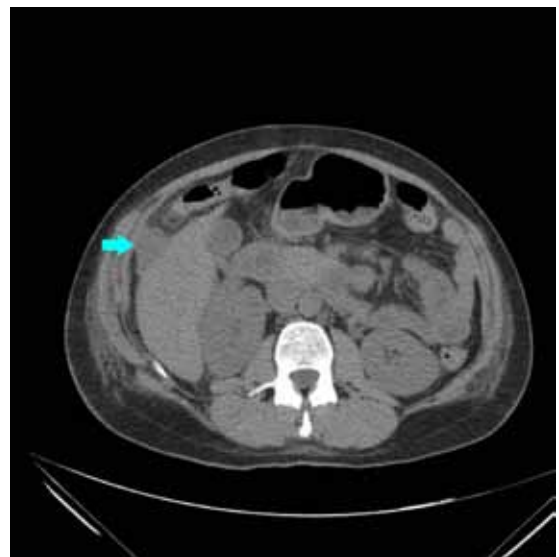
TAC (sexto día): imagen de 36 x 22 mm con densidad y atenuación similar a tejido blando que se localiza entre la punta hepática, el ángulo hepático del colon y la pared abdominal
